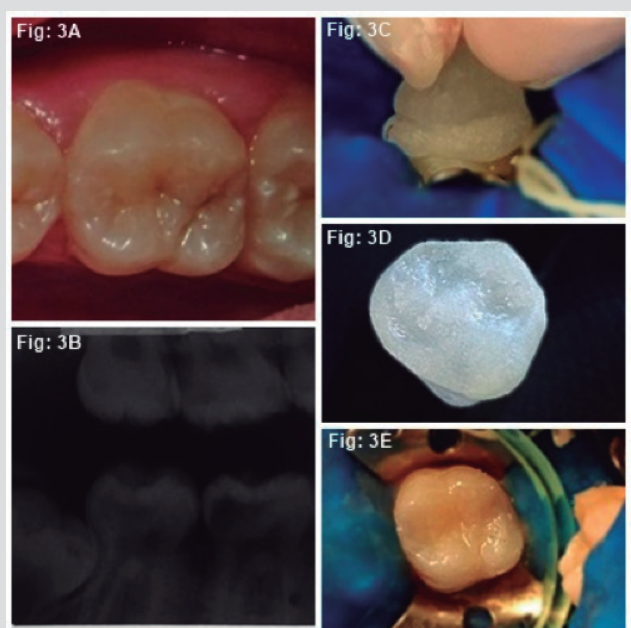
Initial aspect of element 16; 3B) Interproximal radiography; 3C) Occlusal replica in position; 3D) Occlusal view of the replica in transparent self-cure acrylic resin (JET - Classic); 3E) Final aspect of the restoration
